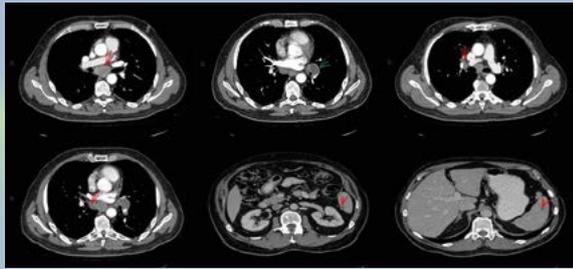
TC de tórax, abdomen y pelvis. Se observan lesiones esplénicas compatibles con metástasis de melanoma.
